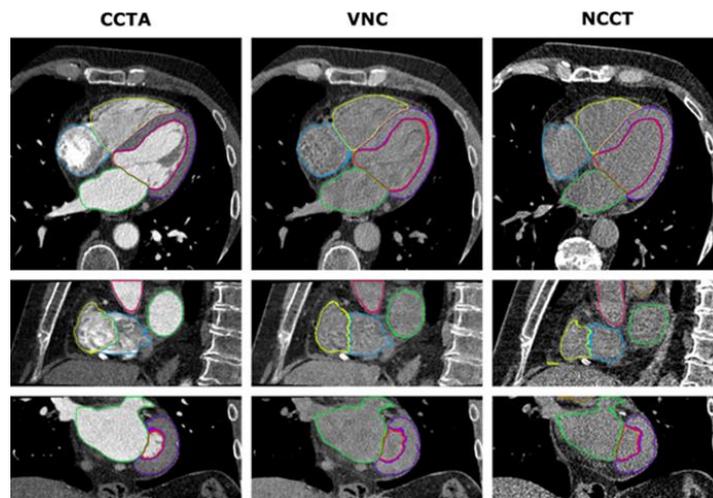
De izquierda a derecha, angiografía por TC, imágenes virtuales sin contraste y TC sin contraste.
